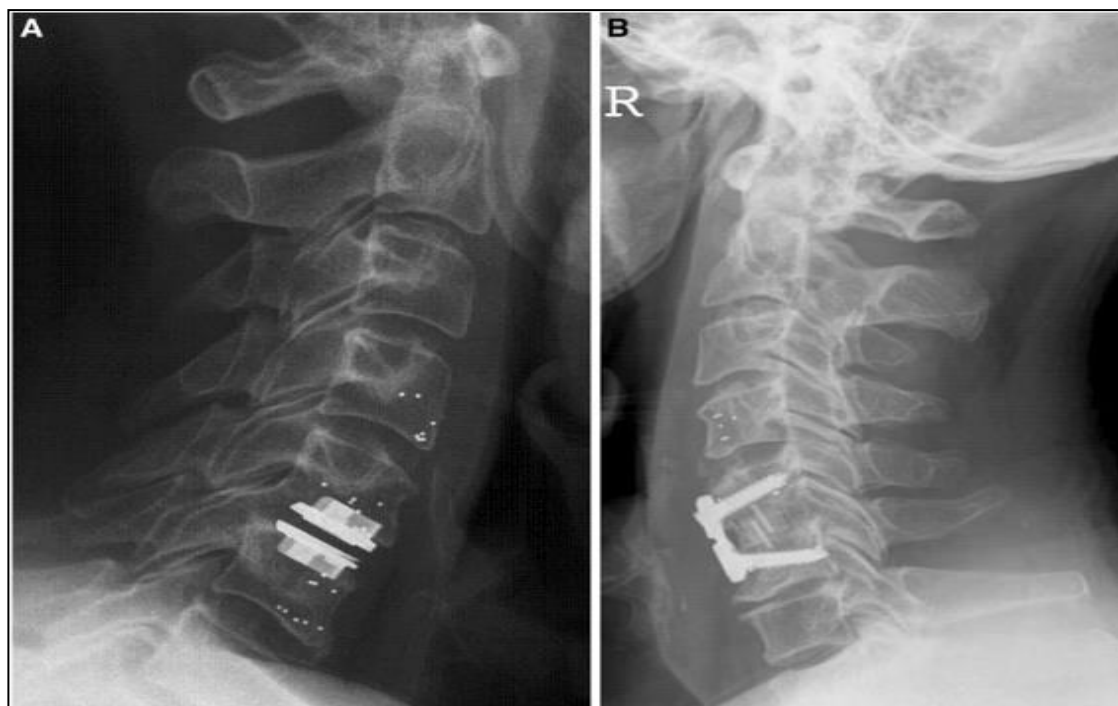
Radiografía lateral de columna acervical que muestra los marcadores del tantalio del cuerpo vertebral C4, C5 y C6. a - Marcadores de tantalio incorporados después del reemplazo del disco. b - Lo mismo con la fijación con placa de titanio. Imagen del estudio de Nabhan A. et al (2011).
